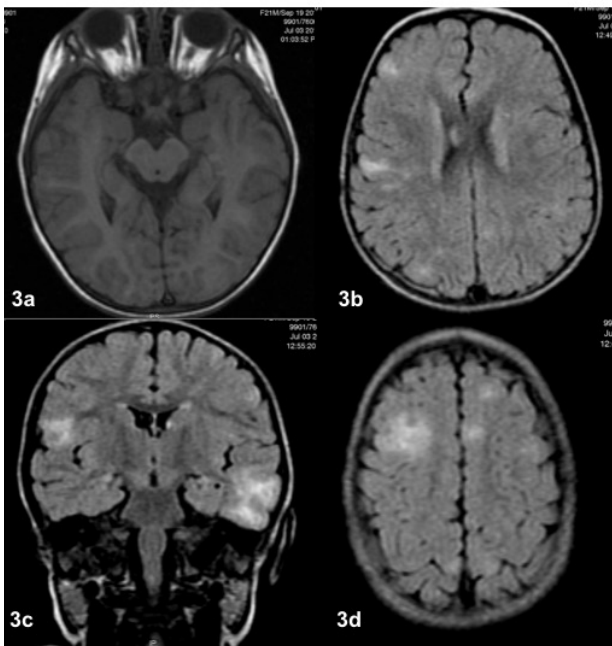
a-d) RM con lesiones compatibles con túbers en la región fronto parietal derecha y temporal izquierda (3a-c), así como otras hiperintensidades múltiples evidentes en la técnica FLAIR (3b-d). Además se observaron nódulos subependimarios adosados a las paredes de los atrios ventriculares (3b).
